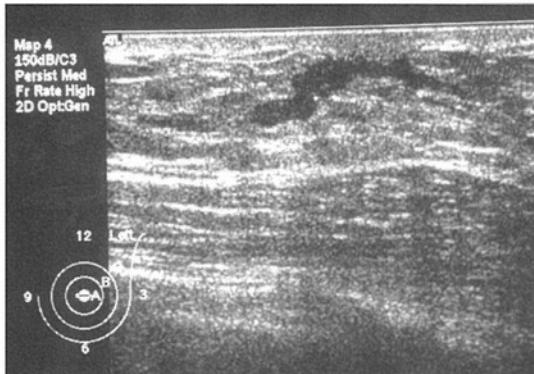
Sonography showing the dilated mammary duct (arrow).
